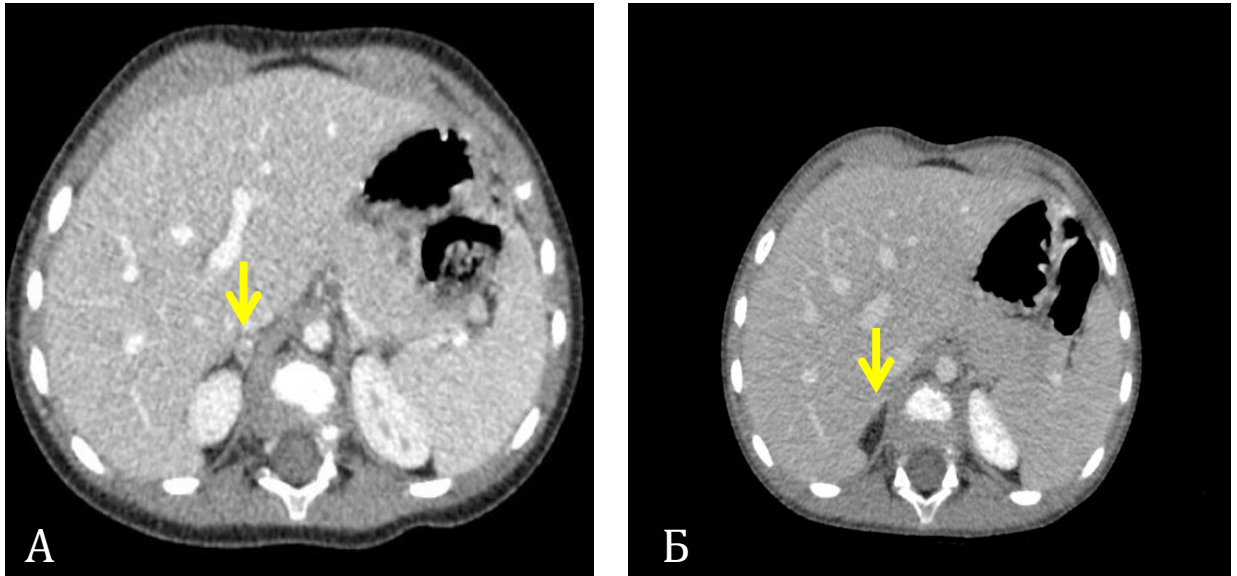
КТ-данные пациента с НБ правого надпочечника без факторов риска. А: в медиальной ножке правого надпочечника определяется дополнительное солидное образование, факторы риска отсутствуют. Б: контрольное КТ после хирургического этапа лечения, аксиальная проекция. В ложе удаленного надпочечника дополнительных образований, участков патологического накопления контрастного препарата не определяется; факторов риска IDRF у пациента выявлено не было
